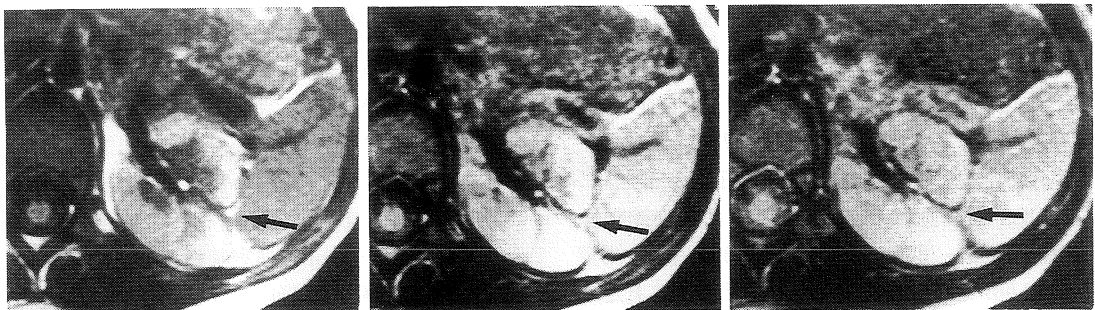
MRI in a 3-year-old patient with vesicoureteral reflux.
